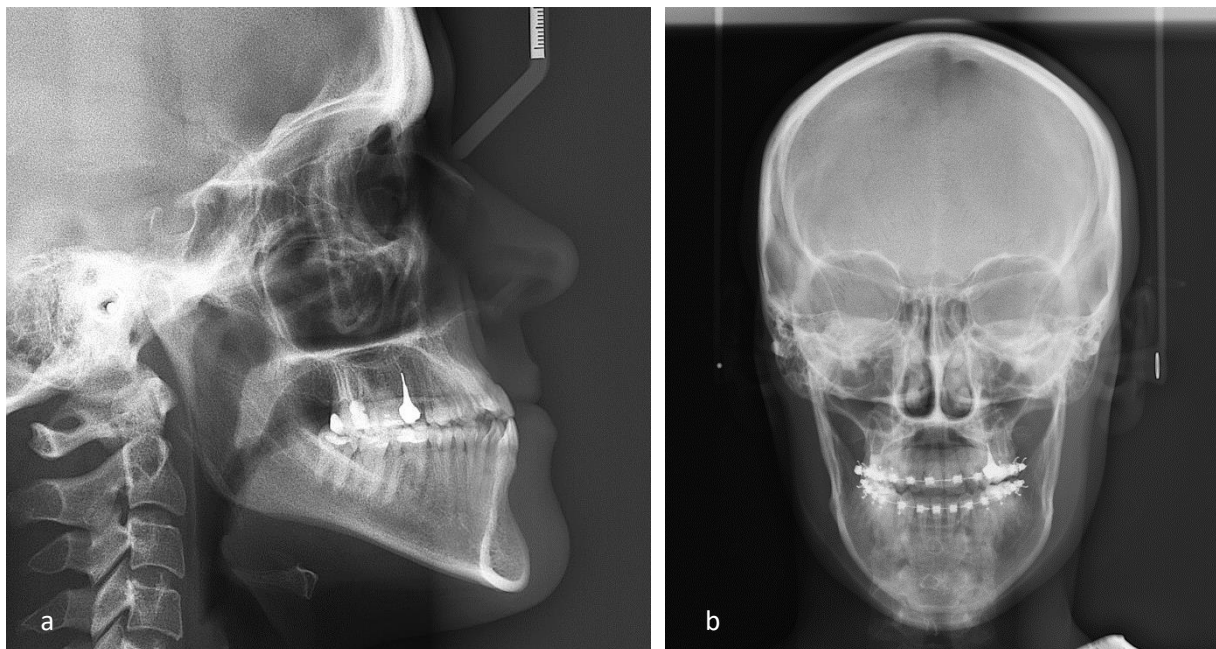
Teleradiografia laterală (a) și anteroposterioară (b)
